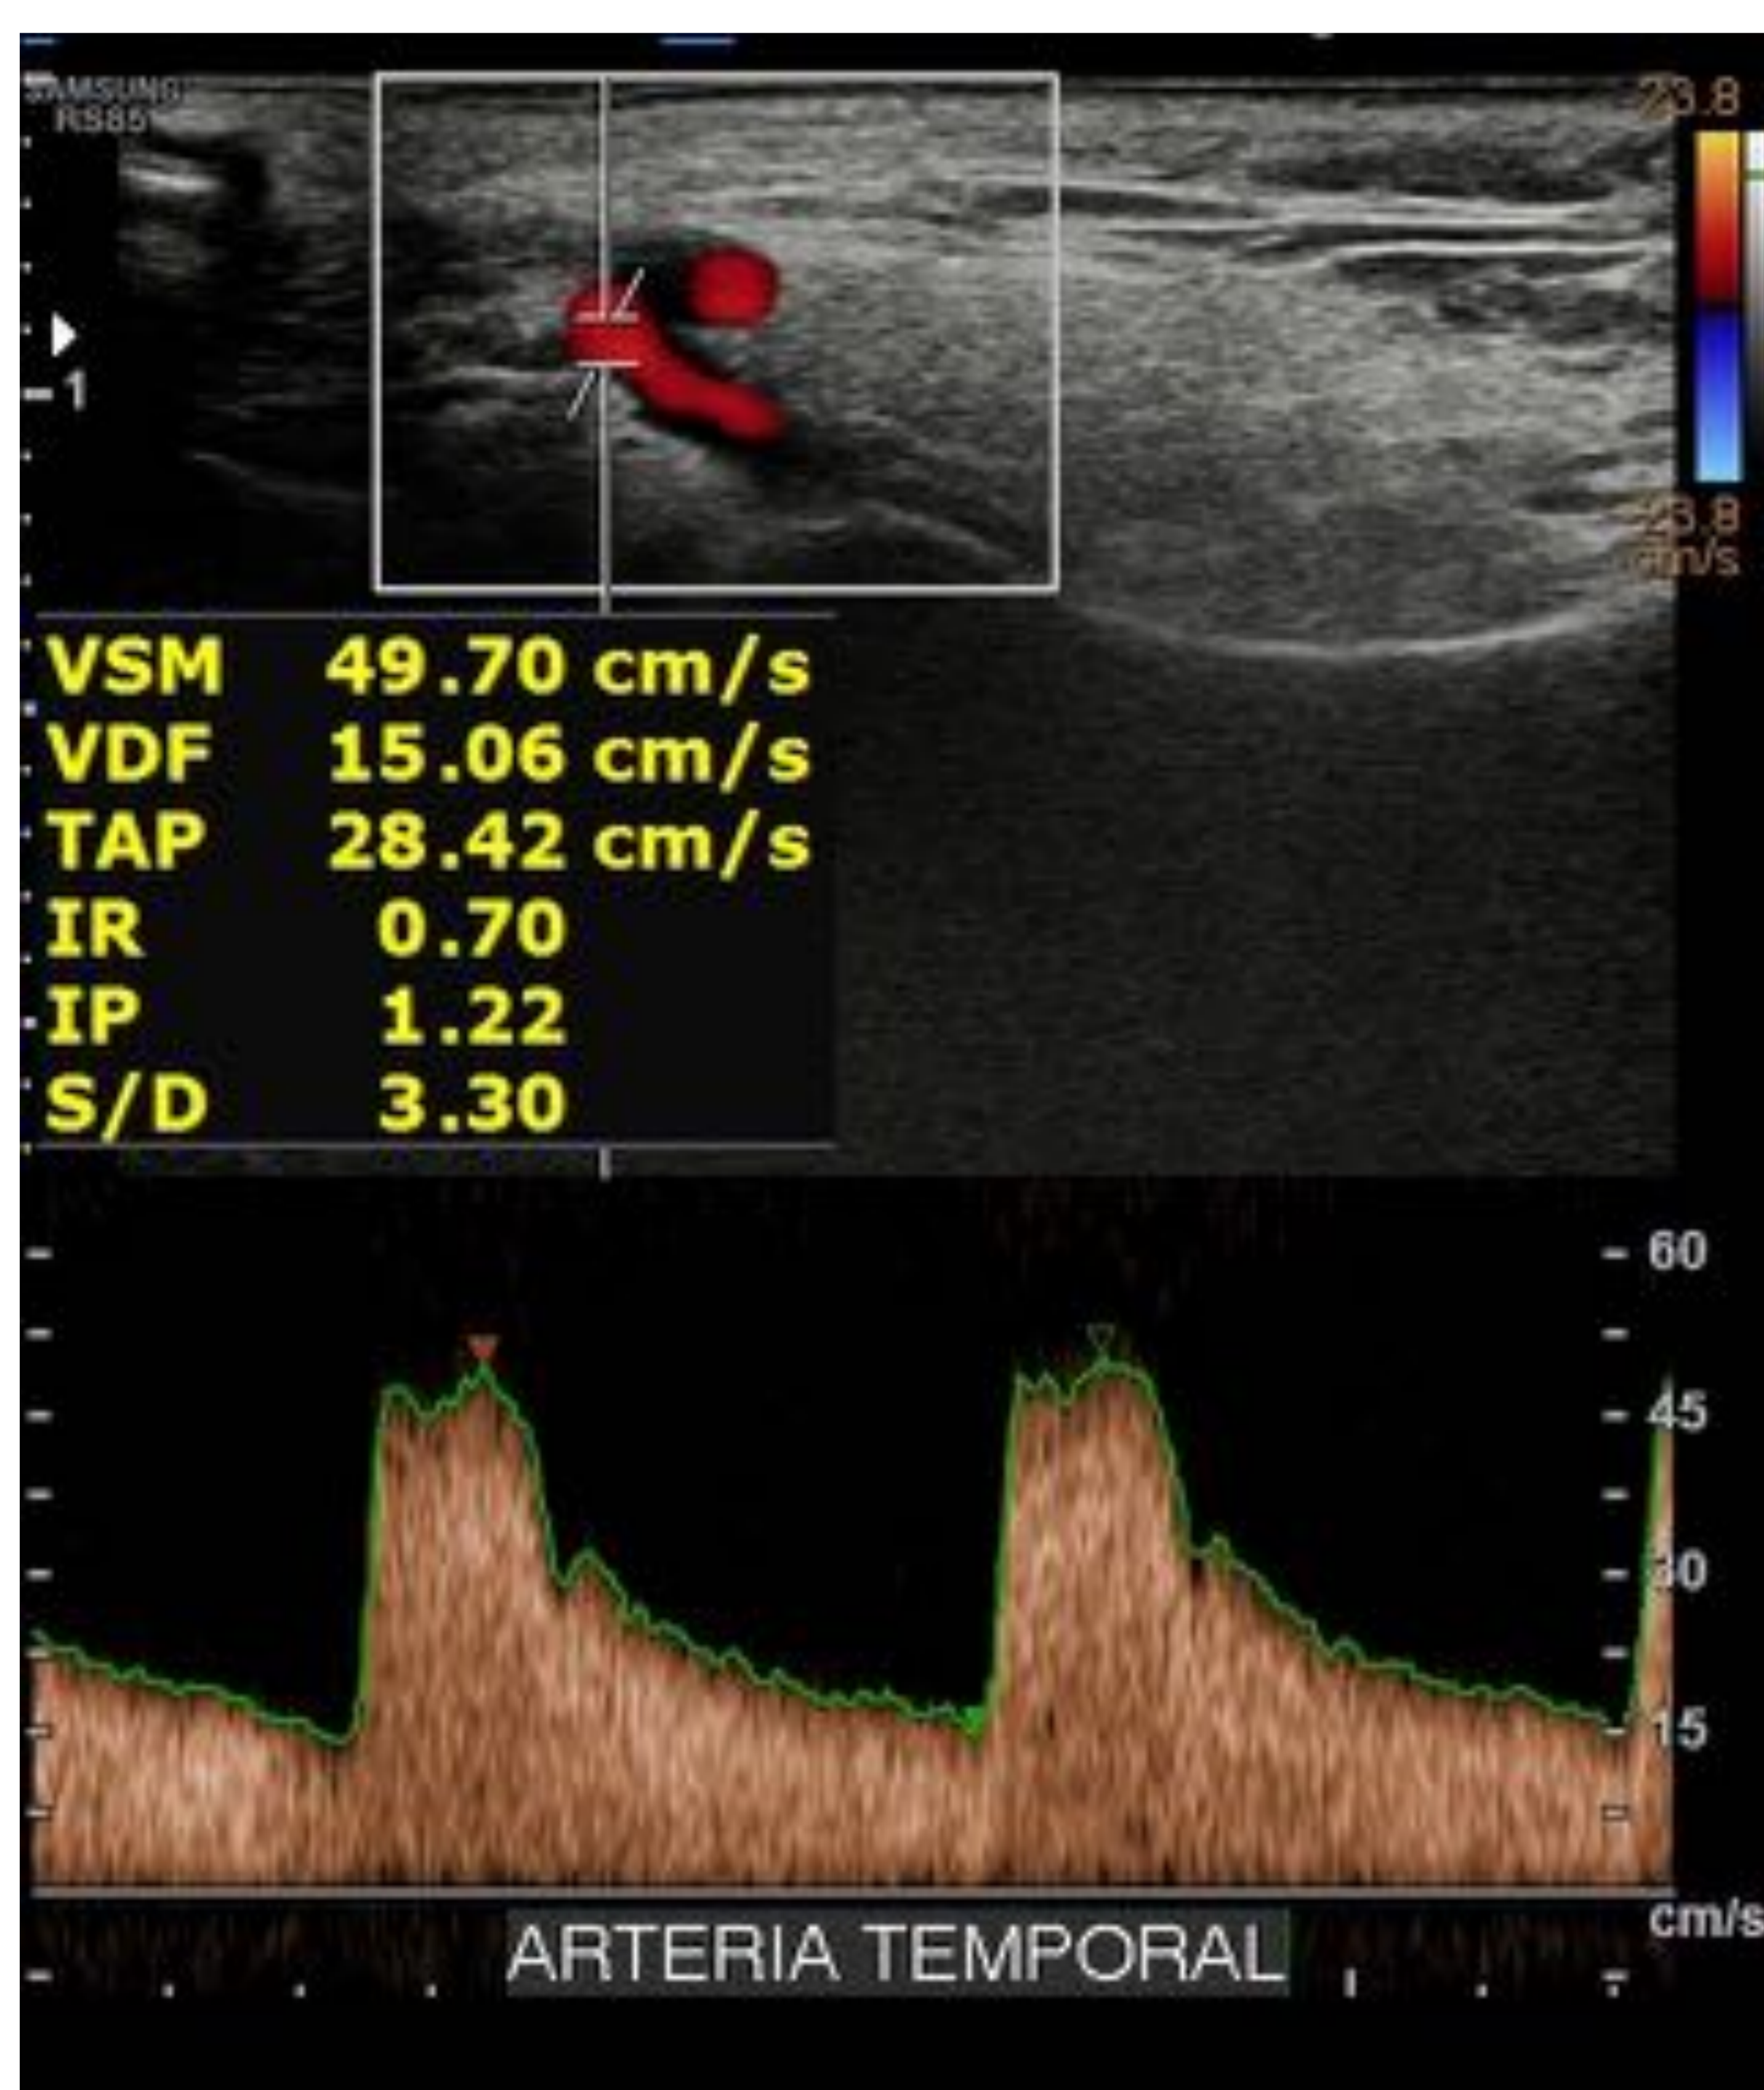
Ecografía Doppler pulsado de arteria temporal y arteria carótida externa en la que se demuestra que pese a que ambas son permeables, la arteria temporal presenta un patrón de baja resistencia.
